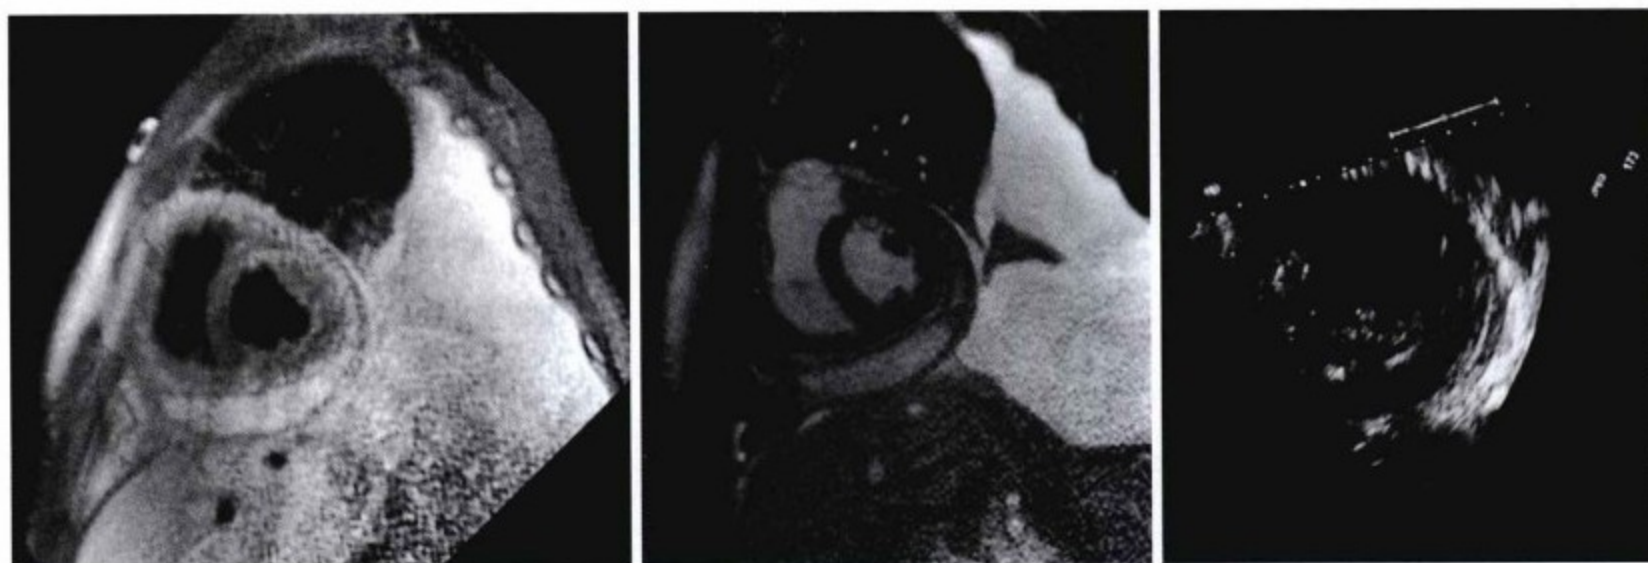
CMR 和超声心动图比较。左图:CMR-SE 序列,中图:CMR-SSFP 序列,右图:TTE 短轴位。三幅图均可显示增厚的的心包和聚积在心脏下方的心包积液。总体看超声心动图对心脏解剖的显示能力不如磁共振。
